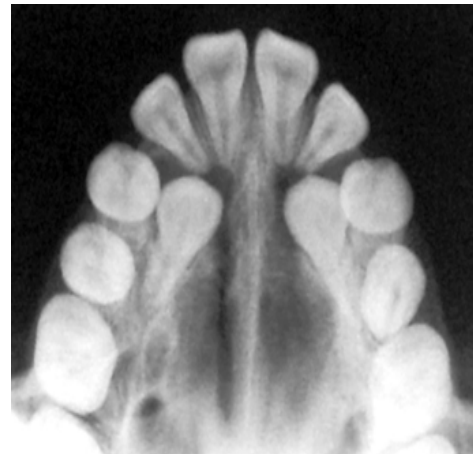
Radiografía oclusal del Maxilar ⁽⁸⁾
